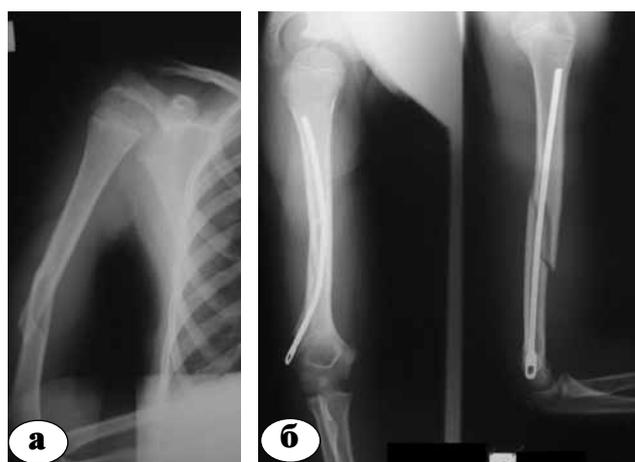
Рентгенограммы больной А., 8 лет. Диагноз: перелом правого плеча в средней трети со смещением: а – до операции; б – после оперативного лечения
